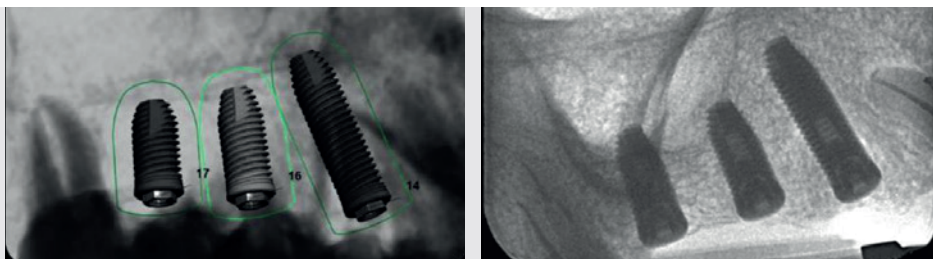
Imagen de los implantes planificados y radiografía de los implantes colocados
